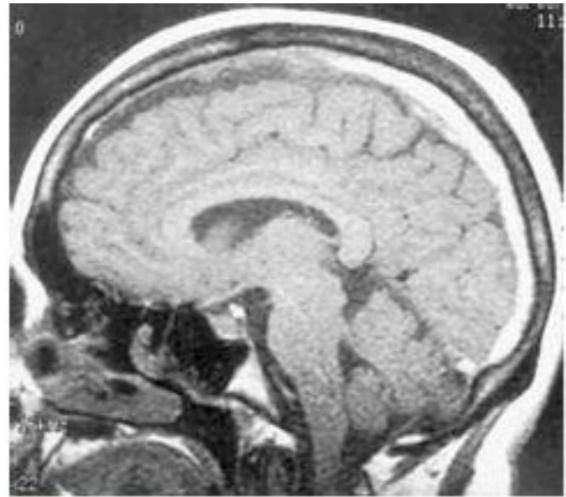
26 Resonancia magnética sagital potenciada en T1 sin refuerzo que muestra un área de aumento de la señal y aumento del seno sagital superior a través de la mayoría de su curso, consistente con trombosis del seno sagital superior. También afecta a la región de la prensa de Herófilo.
